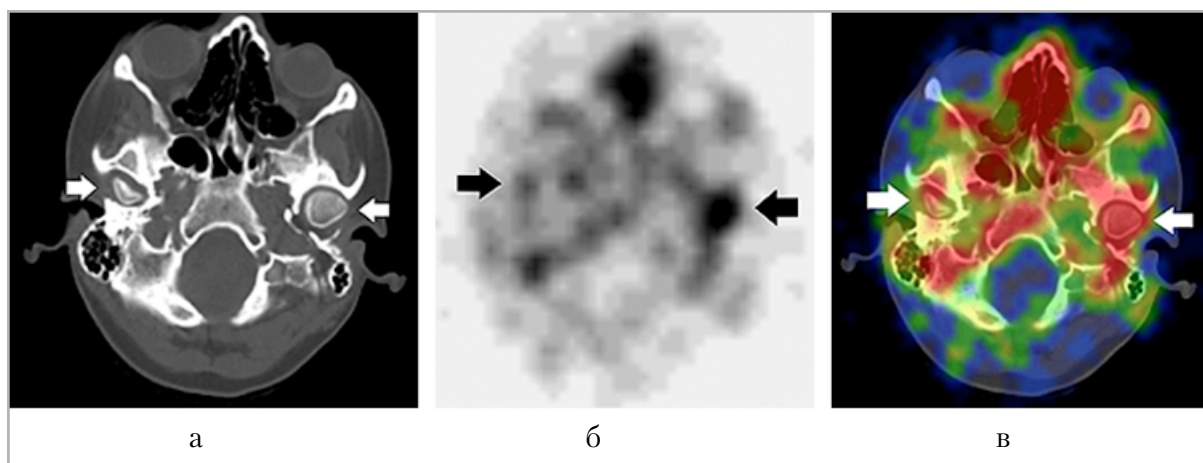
КТ-составляющая ОФЭКТ/КТ исследования в аксиальной проекции: *а* — увеличение размеров левого мыщелка нижней челюсти (*стрелки*), кортикальный слой выглядит нормальным, структура костной ткани убедительно не изменена; *б* — ОФЭКТ на том же уровне в проекции левого мыщелка: отмечается повышенное накопление РФП, $SUV_{max} = 6,00$ (*стрелки*), справа нормальное распределение РФП, $SUV_{max} = 2,20$; *в* — совмещенная томосцинтиграмма ОФЭКТ/КТ. Зона аномального распределения РФП соответствует левому мыщелку нижней челюсти, справа накопление РФП убедительно не повышено (*стрелки*)
